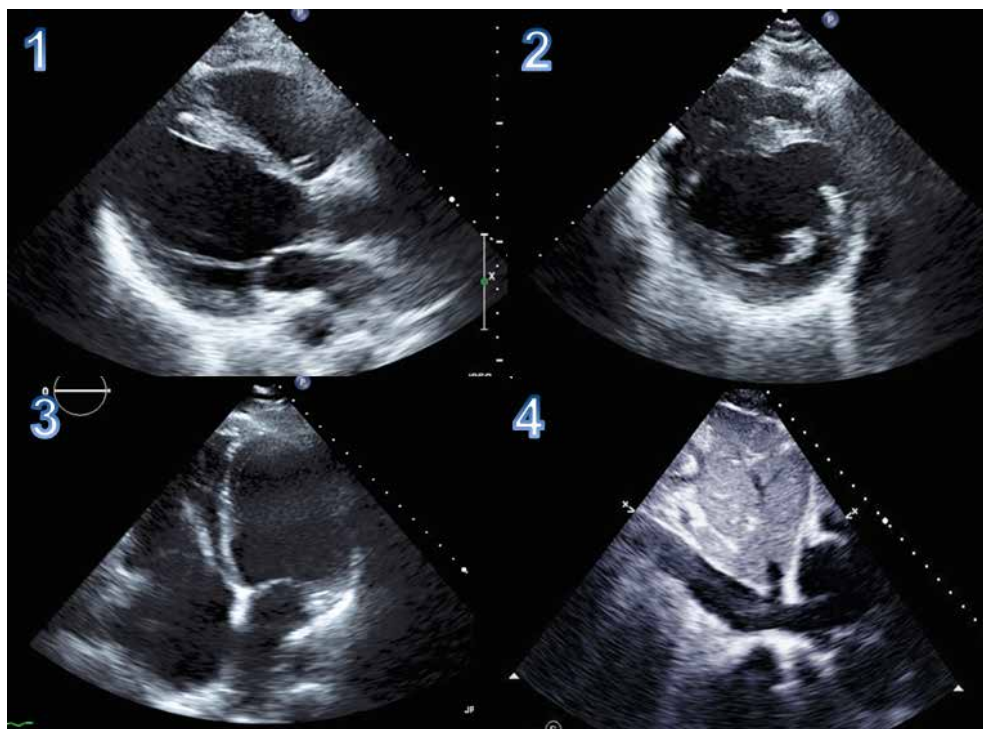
Ecocardiografía: 1. Eje largo plano paraesternal. VI dilatado con adelgazamiento de septo basal (flecha). 2. Eje corto plano paraesternal a nivel de segmentos medios. Dilatación y adelgazamiento del VI. 3. Plano apical de 4 cámaras. VI y VD dilatados. Cable de DAI en VD. 4. Plano subcostal. Vena cava inferior dilatada (signo sugestivo de congestión venosa sistémica).
